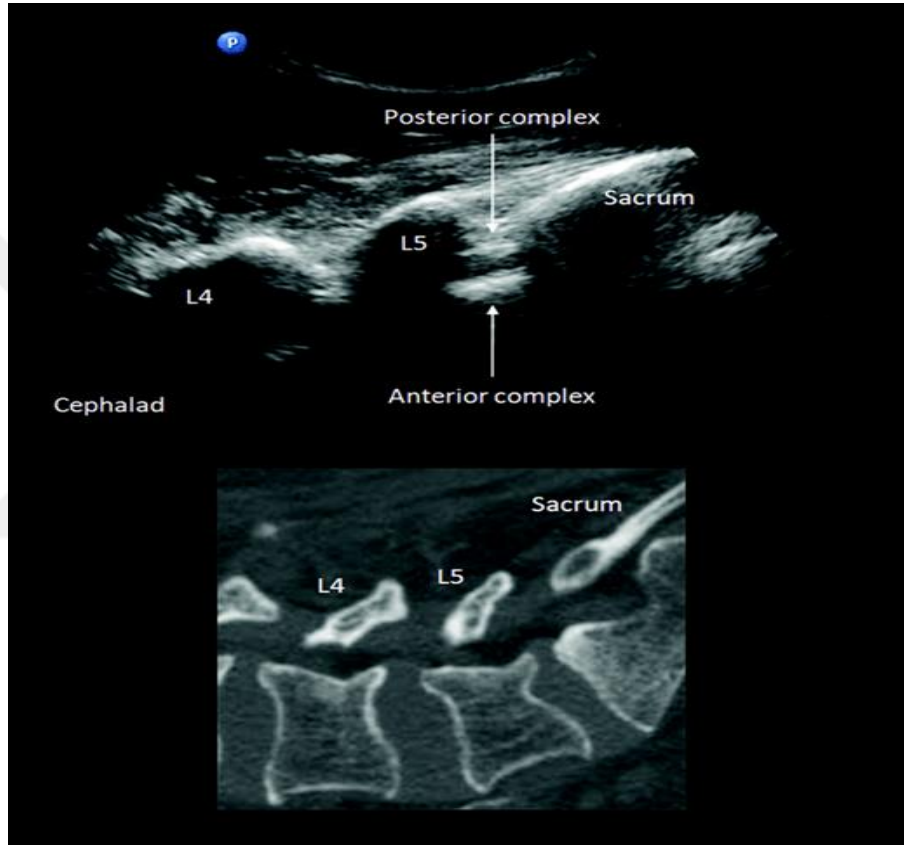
Lomber omurganın paramedian sagittal oblik görünümü ve buna karşılık gelen manyetik rezonans görüntüleme taraması (T1 ağırlıklı). Laminalar (L) enine kesitte, altında akustik gölgeleme olan eğimli hiperekoik çizgiler olarak görülebilir. Bir "testere dişi" deseni oluştururlar (39).
